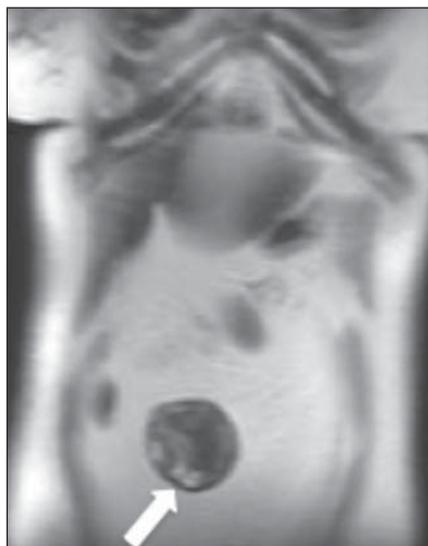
Paciente do sexo feminino, 53 anos, com massa palpável na região mesogástrica. História de cirurgia prévia abdominal por adenocarcinoma de cólon. Imagem coronal de RM, ponderada em T2, demonstrando lesão ovalada, circunscrita, com intensidade de sinal heterogêneo, localizada na região mesogástrica (seta).
